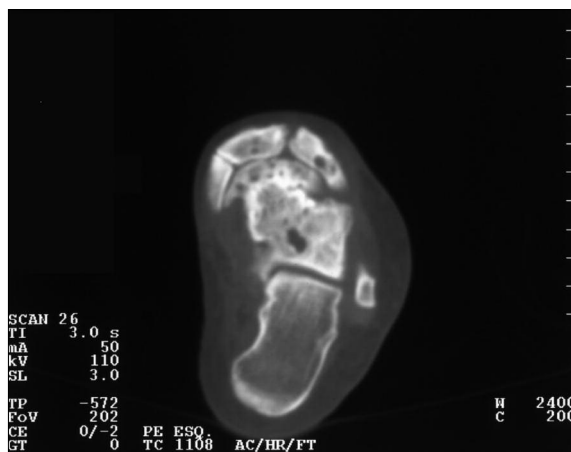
TAC pé esquerdo – Múltiplas lesões líticas, sem halo esclerótico, na extremidade proximal dos metatarsos e ossos do tarso.
